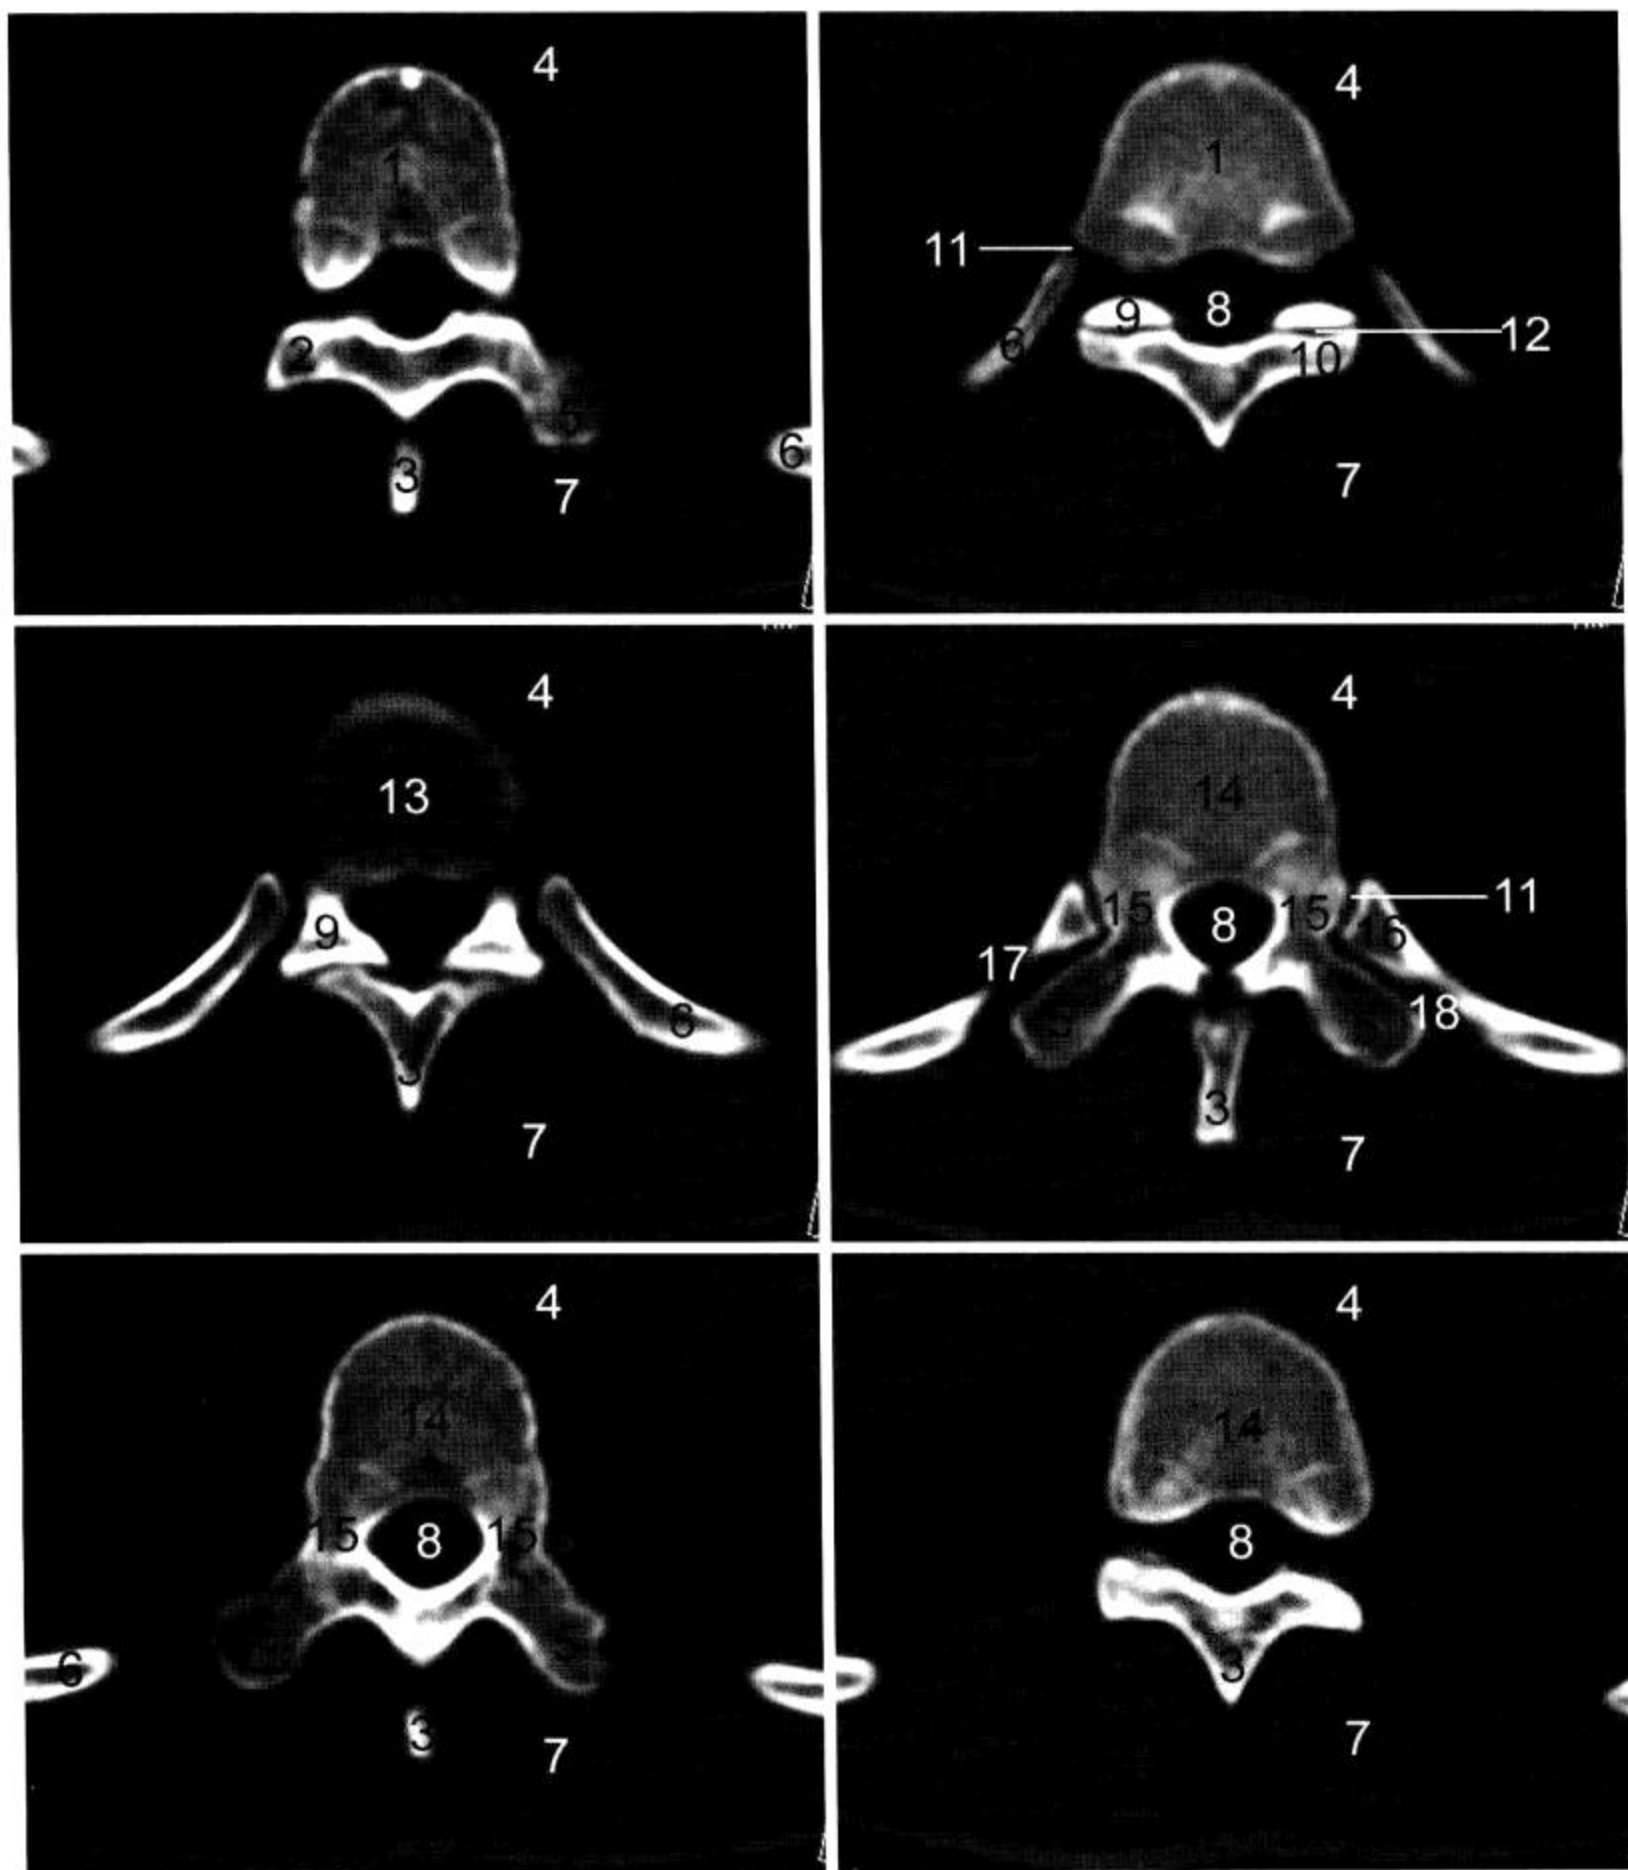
胸椎 CT 横断面 (窗宽 1 500 Hu, 窗位 400 Hu)
